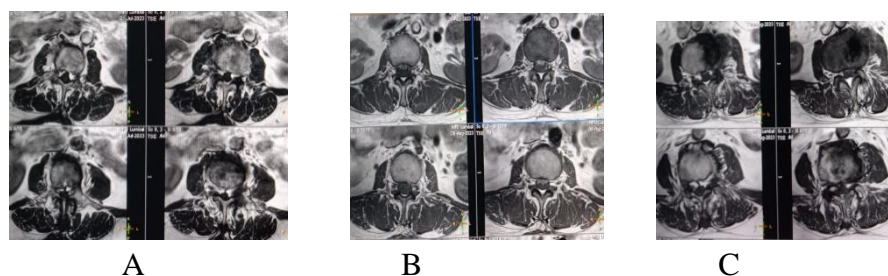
Citra MRI Lumbal STIR (a) pasien 1, (b) pasien 2, (c) pasien 3
